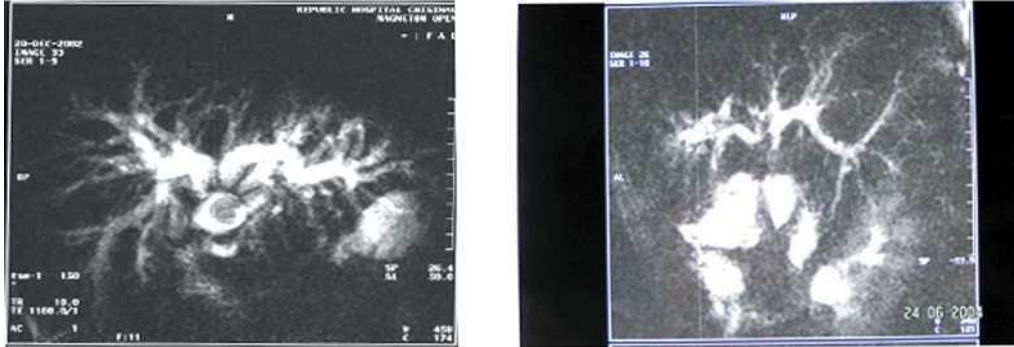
Colangiografia prin rezonanță magnetică nucleară (CRMN).
